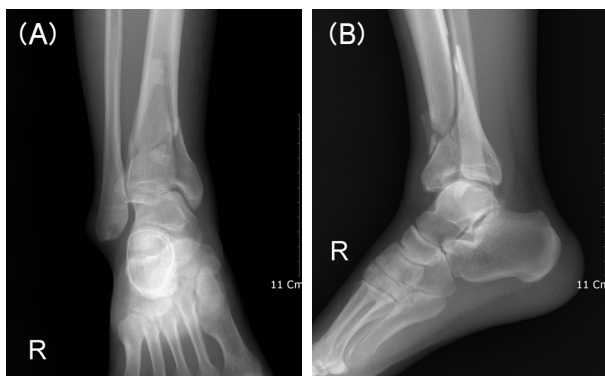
Preoperative AP (A) and lateral (B) radiographs show Ruedi-Allgöwer type II pilon fracture.
